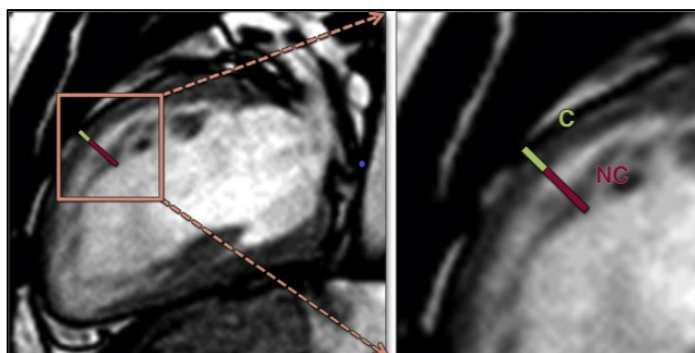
Измерение толщины компактного (7 мм) и некомпактного слоёв миокарда (17 мм) при МРТ. Соотношение НКМ/КМ 2,4 [152]
